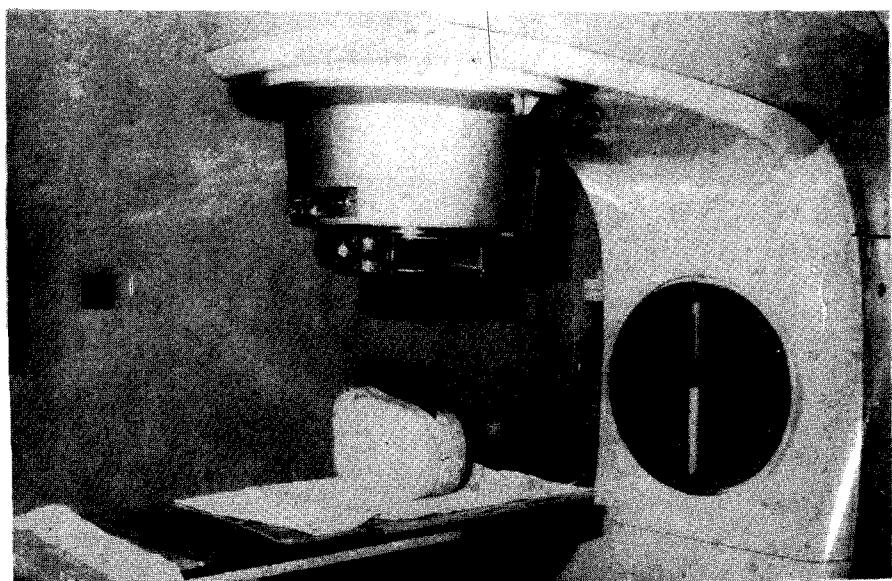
Experimental model of three field technique to follow film densitometry by 6-MV X-ray.
